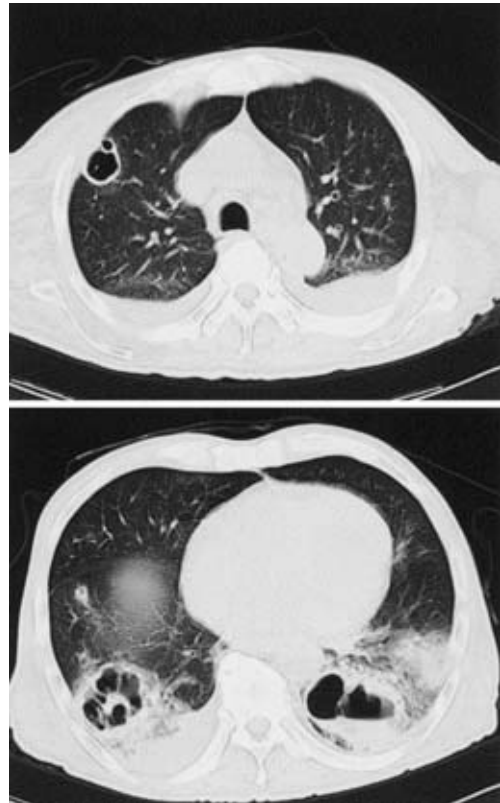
Chest CT shows multiple cavitating nodules and bilateral pleural effusion.
